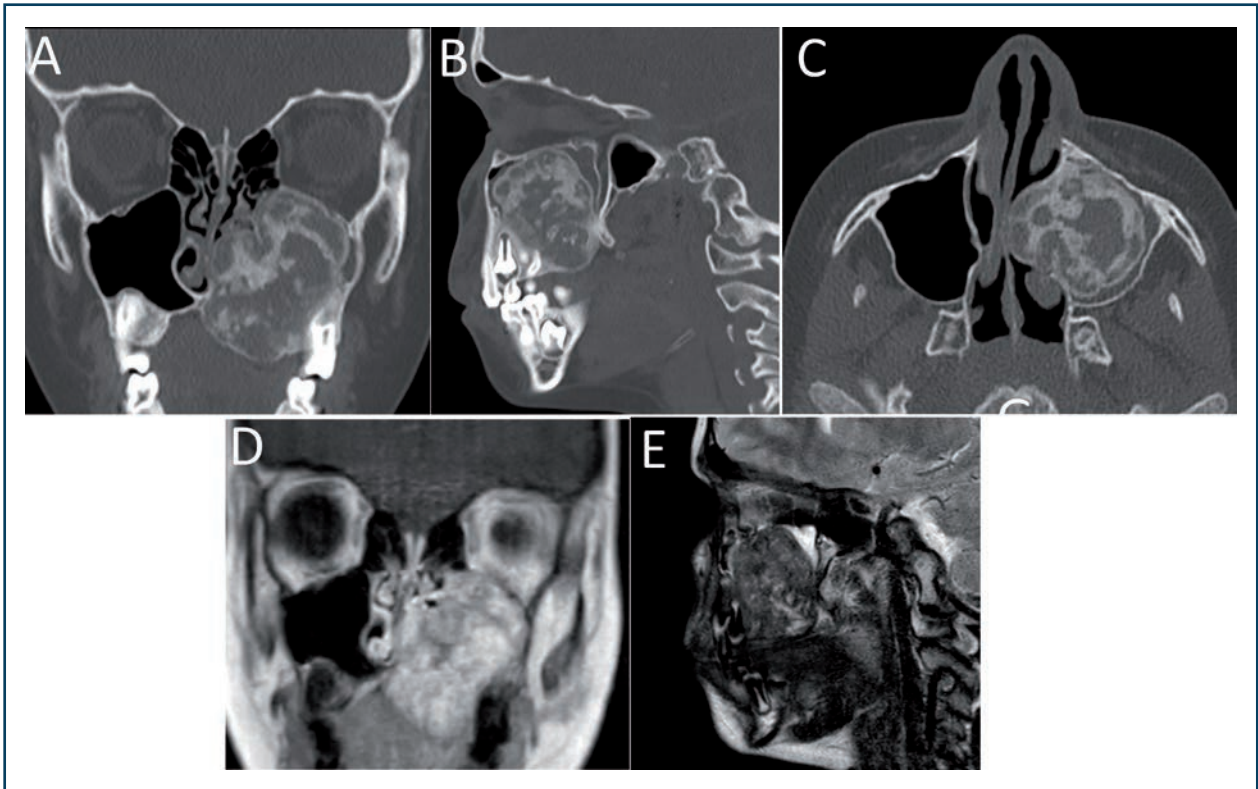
(A-C) Scanner en fenêtre osseuse d'un fibrome ossifiant juvénile du maxillaire supérieur gauche chez un enfant de 9 ans découvert sur une obstruction nasale chronique et quelques épistaxis, (D,E) séquence IRM T1 dixon TSE (D), T2 (E).
